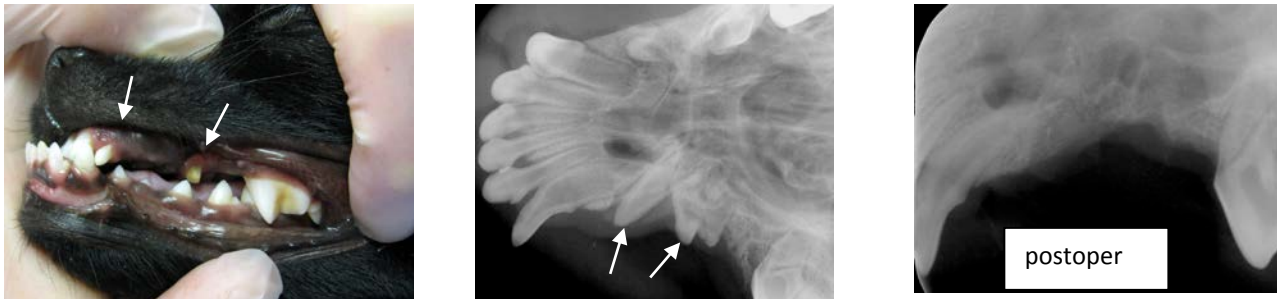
Yläleuan avoin, dislokoitunut ja tulehtunut pirstalemurtuma, josta laaja yhteys sierainonteloon. Röntgenkuvissa nähdään pysyvien hampaiden aiheet.
